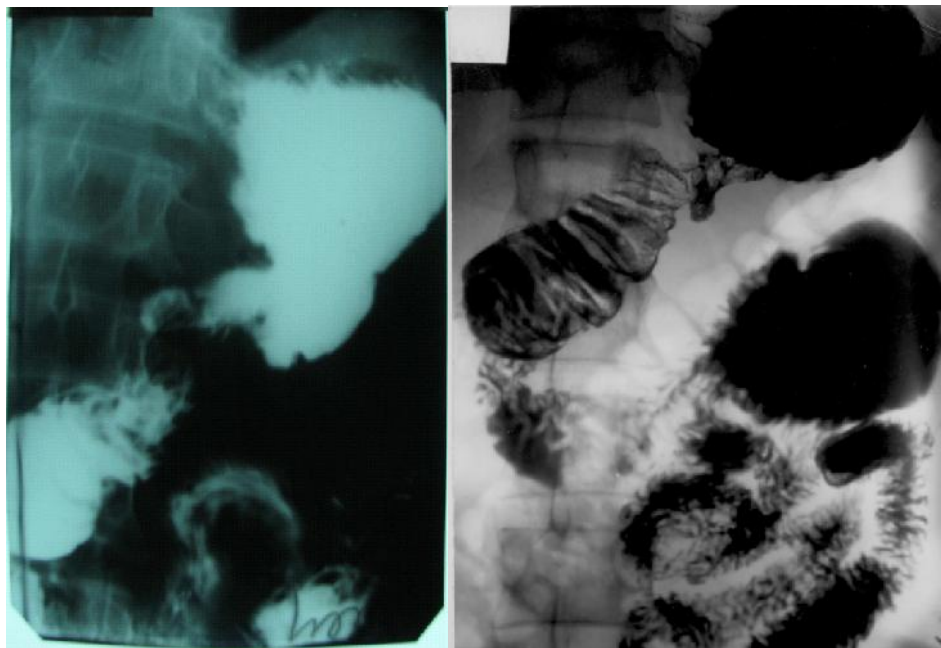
Рентгенография желудка при тугом пероральном наполнении: пенетрирующая язва в отводящей кишке.
